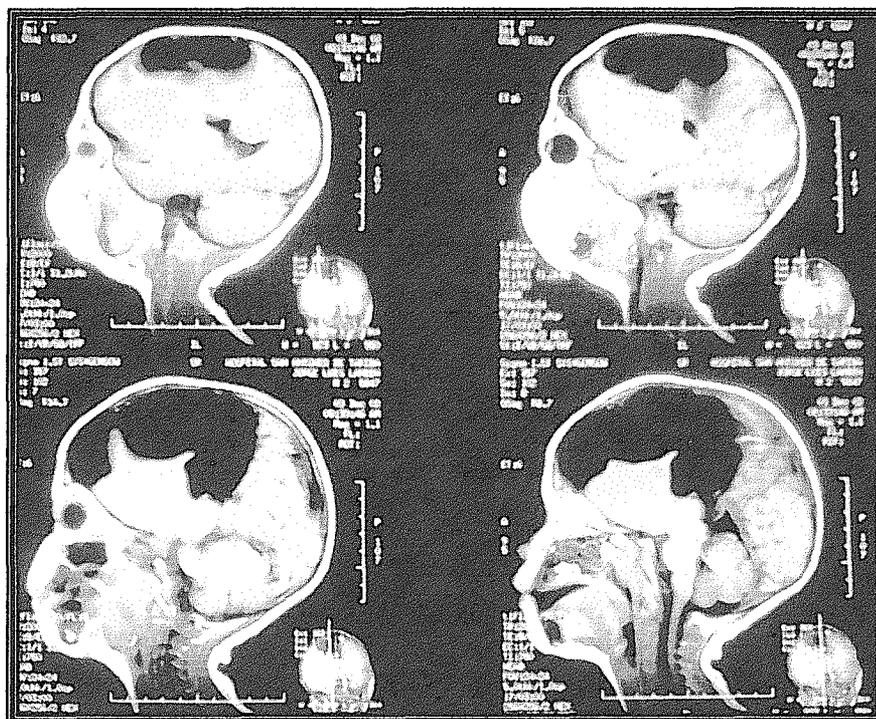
RMN Cerebral Simple. Corte Sagital T1. Preescolar de 2 años de edad.
